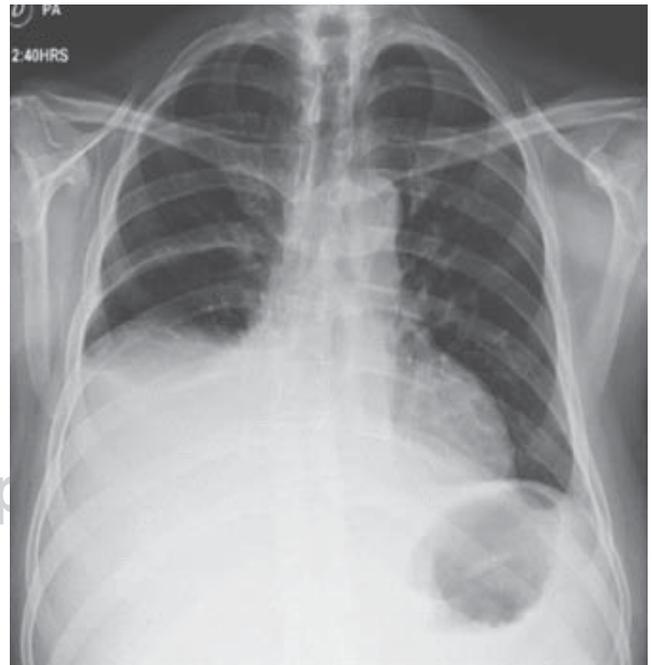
Radiografía de tórax que demuestra derrame pleural.
